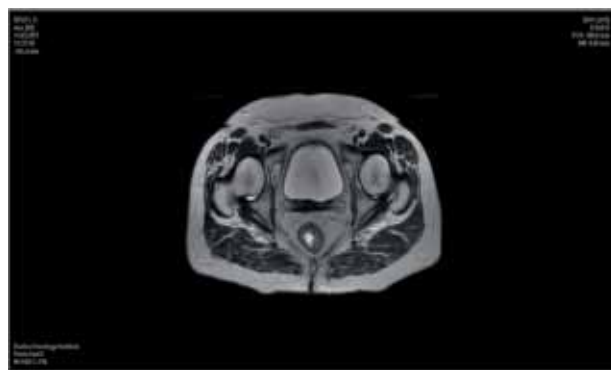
МРТ малого таза: остаточная опухоль прямой кишки после химиолучевого лечения
